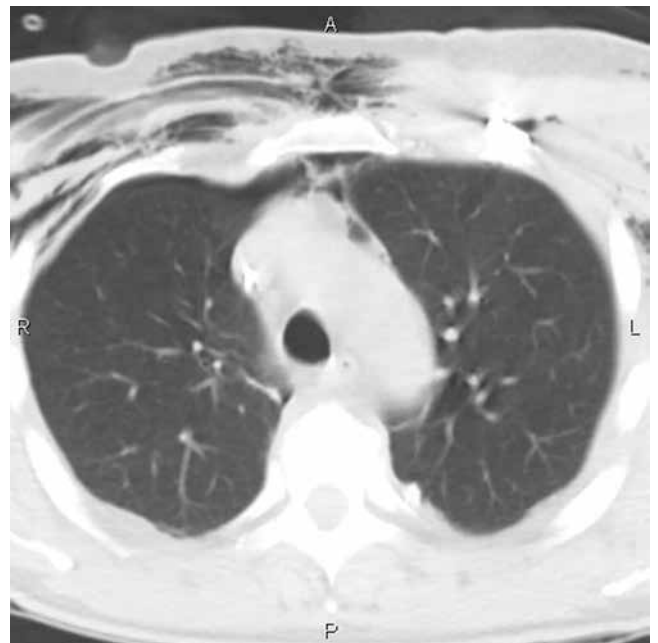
КТ органов грудной клетки 2-е сут после операции
